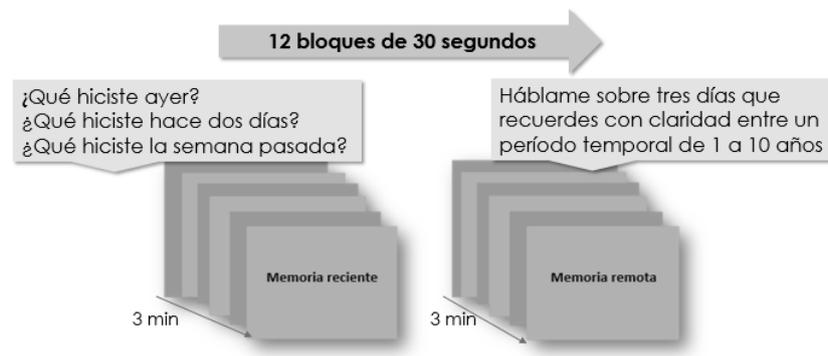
Descripción de la tarea de memoria utilizada durante la resonancia.
